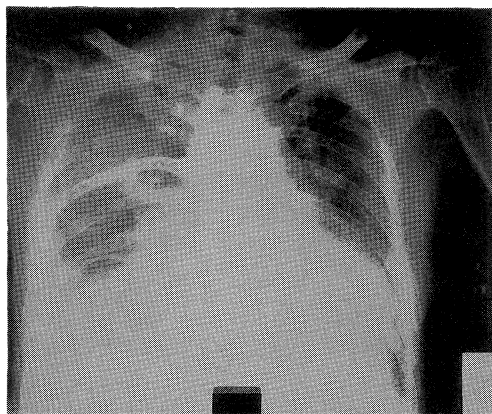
Chest roentgenograms before (A) and after (B) cardioversion
